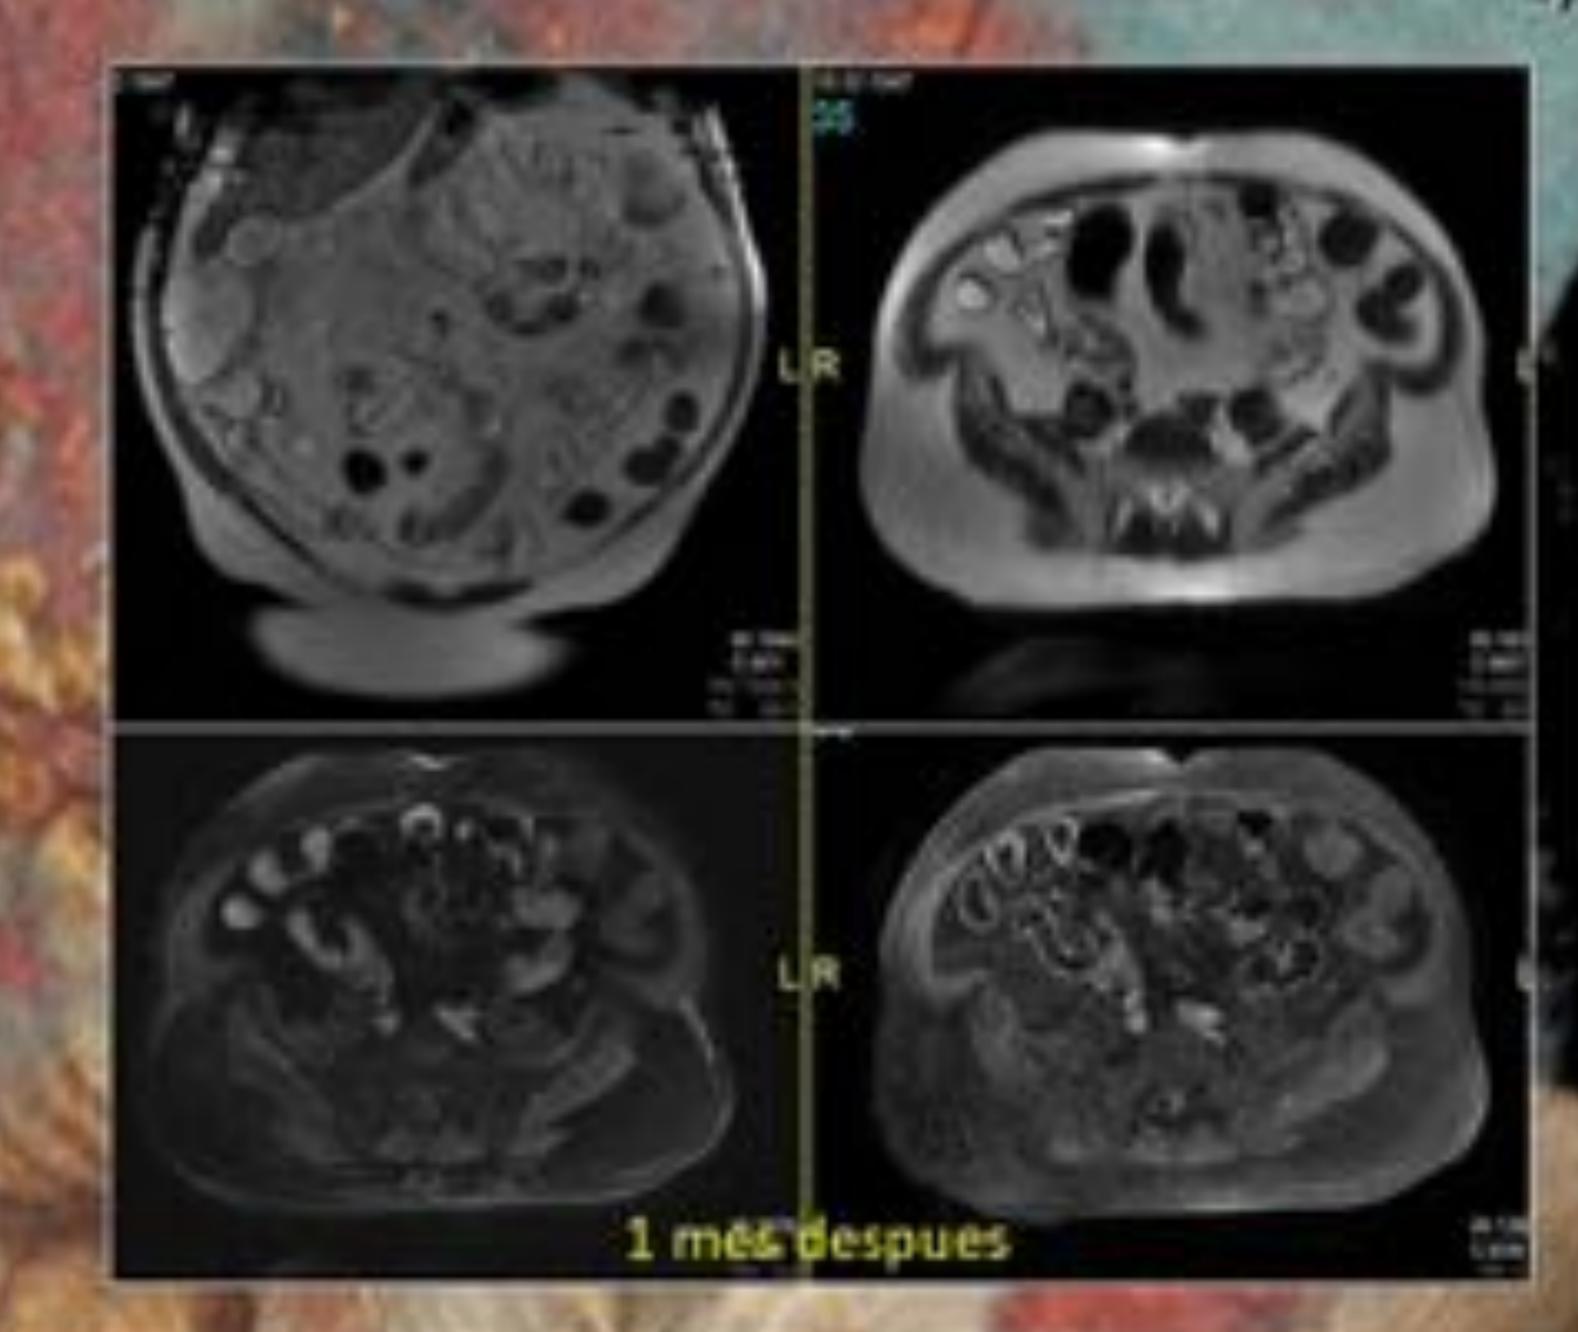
8) Afectación intestinal per vasculitise Ansa +. Paciente con clínica de dolor abdominal y discreta pérdida de peso al que se realiza colenoscopia evidencianda edematización e inflamación del área lieocecal, no pudiendo seguir el colonoscopio. Ante sospecha de Ell y péndida de peso se realiza 7C que demuestra una extensa afectación continua en forma de engrosamiento mural no estratificado de Ilion terminal con liquido libre y leve realize peritoneal. No había clínica infecciosa. La AP de la válvula demostrá inflamación aunque no compatible con Eli.En el ingreso el paciente desarrollo un purpura en miembros y espalada, siendo los hafiasgos compatibles con vasculitis leucocitoclástica. Se trató con corticoldes y se evaluó un más después con entero RM que demostró una casi normalización del grosor y de la ascitis con mínimo hiperrealize así como desaparición de la púrpura. El mes siguiente el paciente desarrollo una IRA por afectación renal y unas semenas después una TVP y superficial. Se ha catalogado como vasculitis sistémica c-ANCA.
